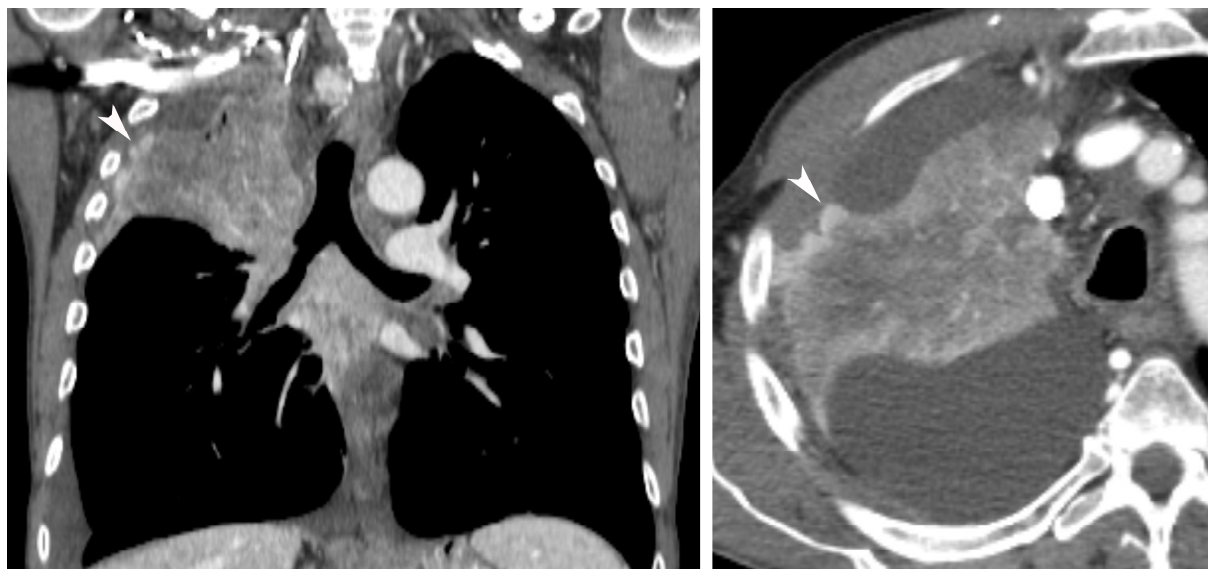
TC de tórax coronal y axial. Engrosamiento nodular en la pleura visceral de un paciente con cáncer de pulmón (puntas de flecha).
